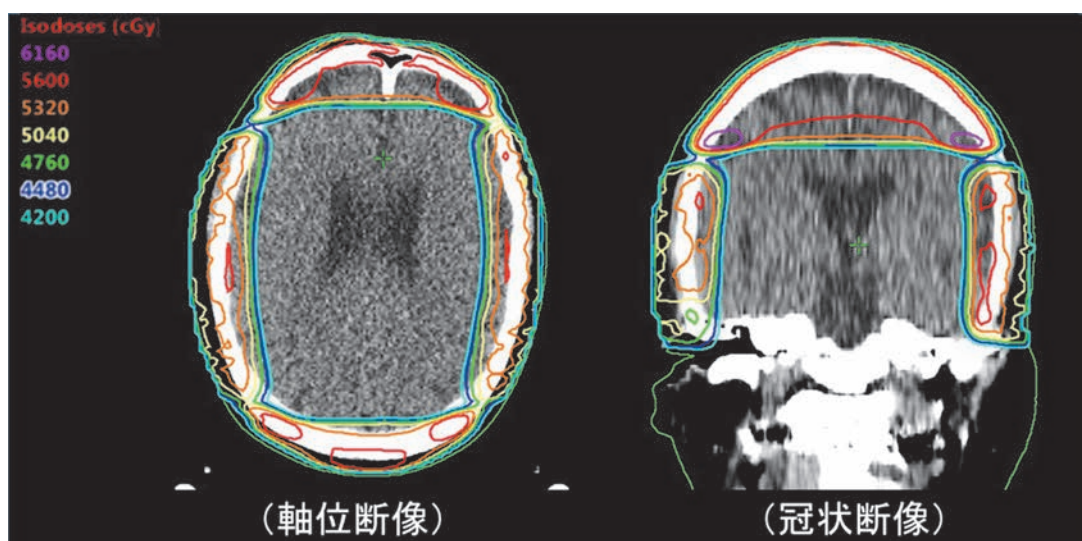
頭部原発血管肉腫の放射線治療 X線と電子線を組み合わせた照射
